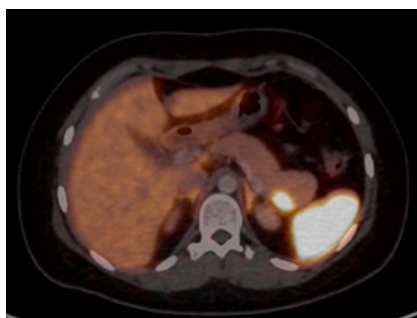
ПЭТ/КТ-изображение: определяется изоденное образование в структуре хвоста поджелудочной железы с патологическим захватом ^{68}Ga -DOTA – TOC
